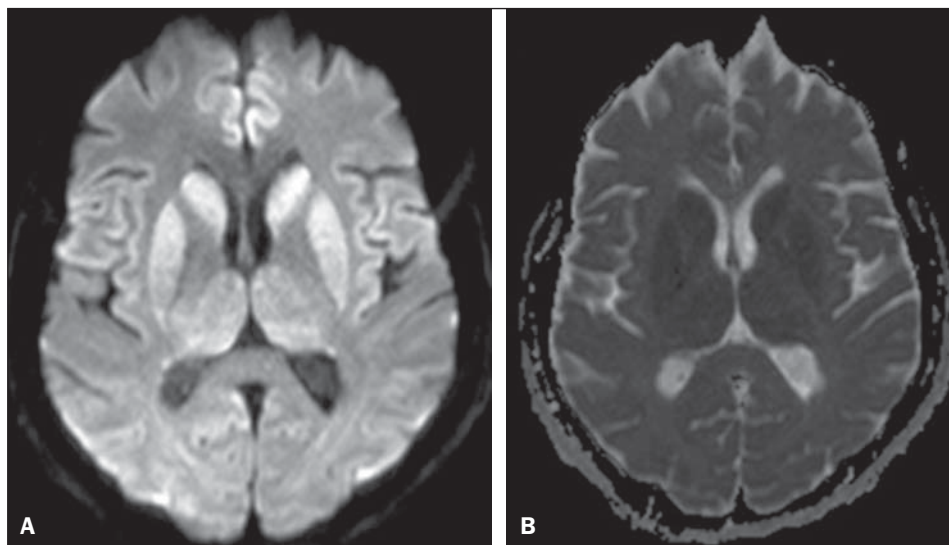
A: Imagem axial de ressonância magnética do crânio demonstrando focos de hipersinal na sequência ponderada em difusão nas cabeças dos núcleos caudados, putâmens, tálamos e giros occipitotemporais mediais. B: O baixo sinal no mapa de ADC na mesma região confirma a restrição à difusão.
